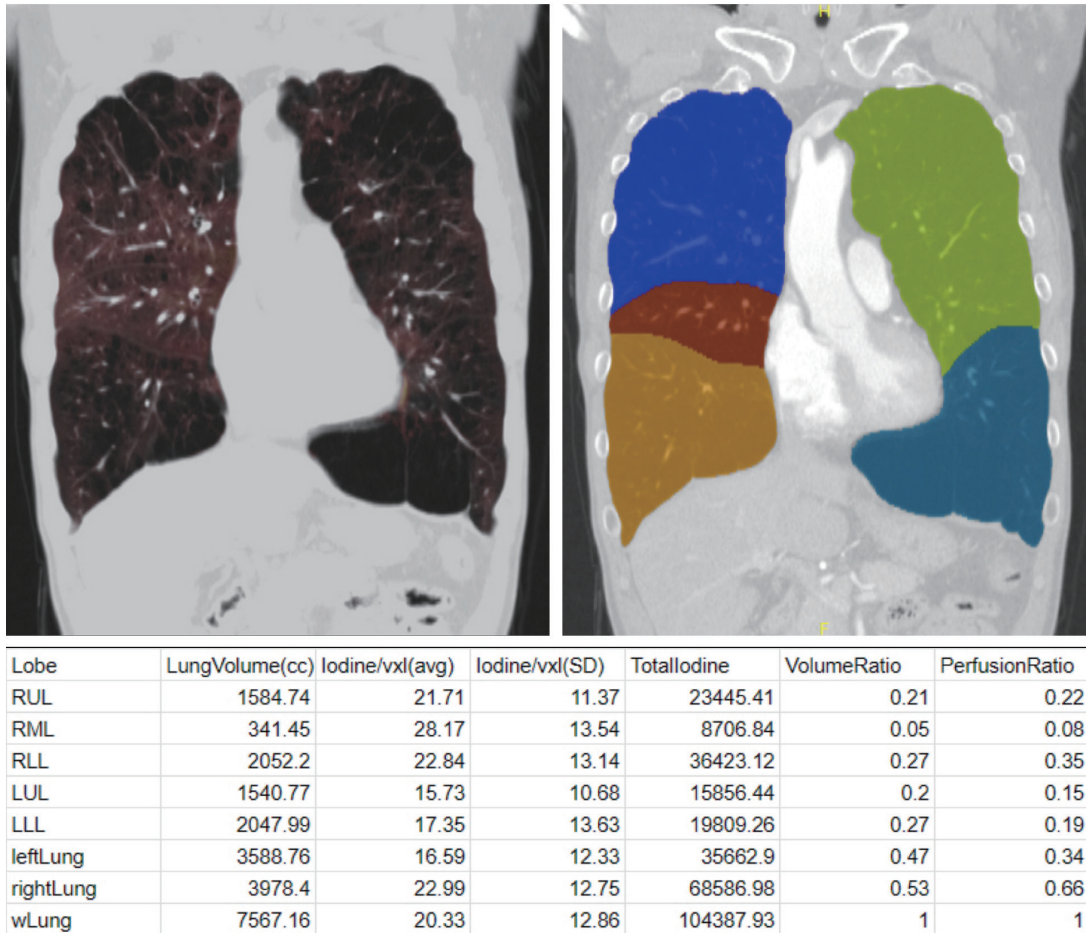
Quantification results of Iodine perfusion CT imaging
